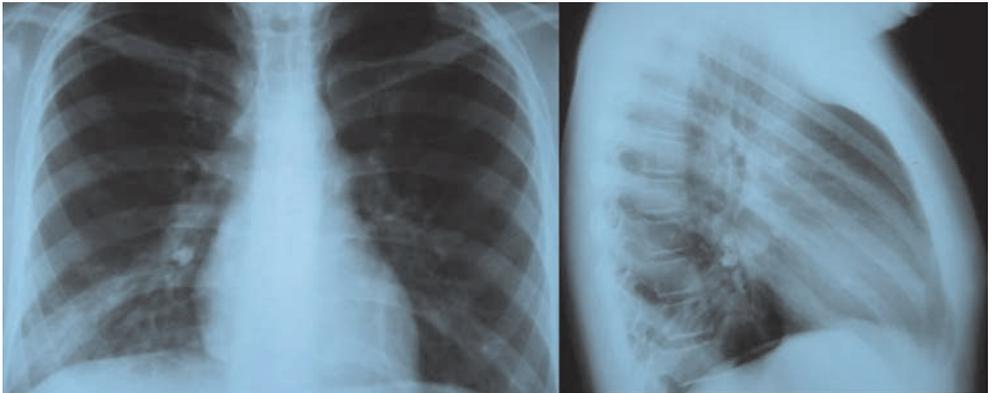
Imágenes de radiografía anteroposterior y lateral previas a la extracción del cuerpo extraño por broncoscopia.
